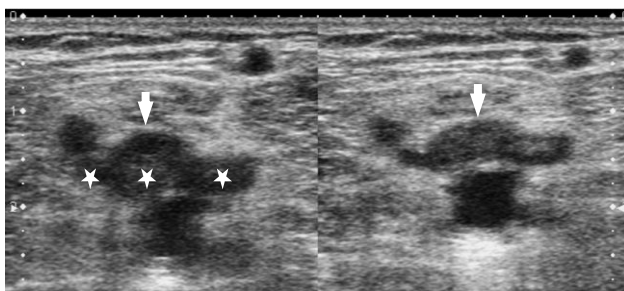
Trombosis crónica parcialmente recanalizada. Ecografía modo B. Venas de plexo sóleo con luz hiperecoica (izquierda), de calibre similar a la arteria acompañante en profundidad, observando restos de trombosis crónica (asterisco) parcialmente recanalizada (flecha) con la compresión (derecha). Los restos trombóticos crónicos se ven mejor con la compresión continua.
